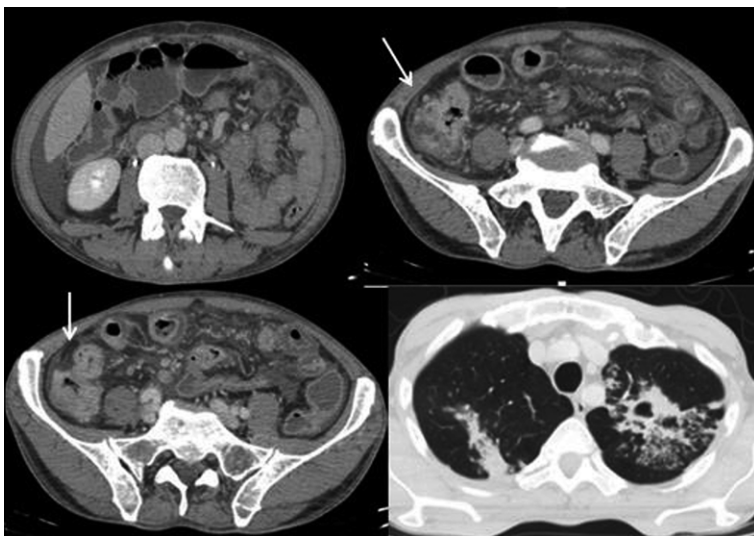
TC tórax-abdomen-pelvis.
